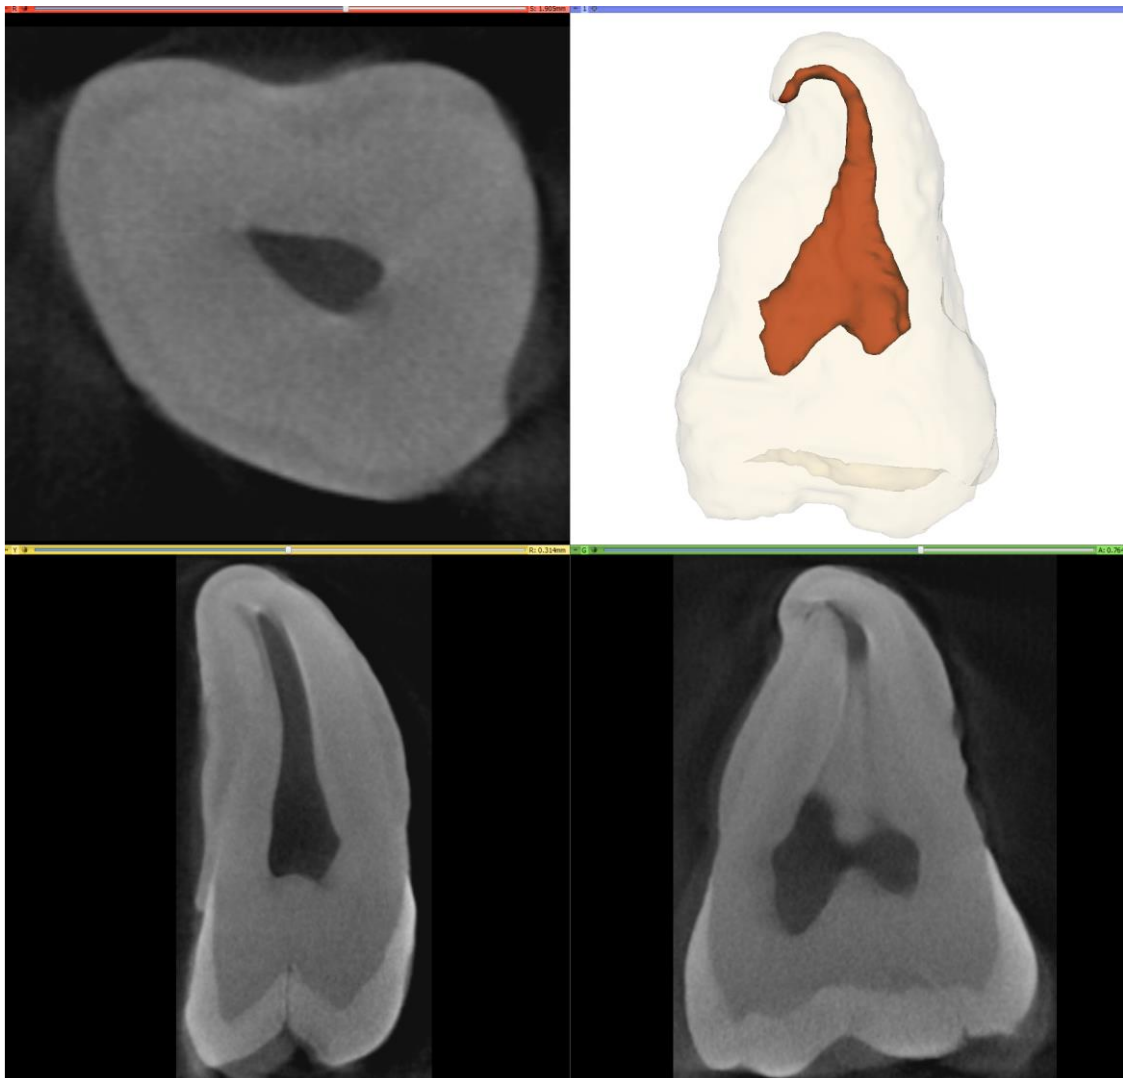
3D-Rekonstruktion des Zahnes und des Kanalsystems aus Micro CT-Daten
